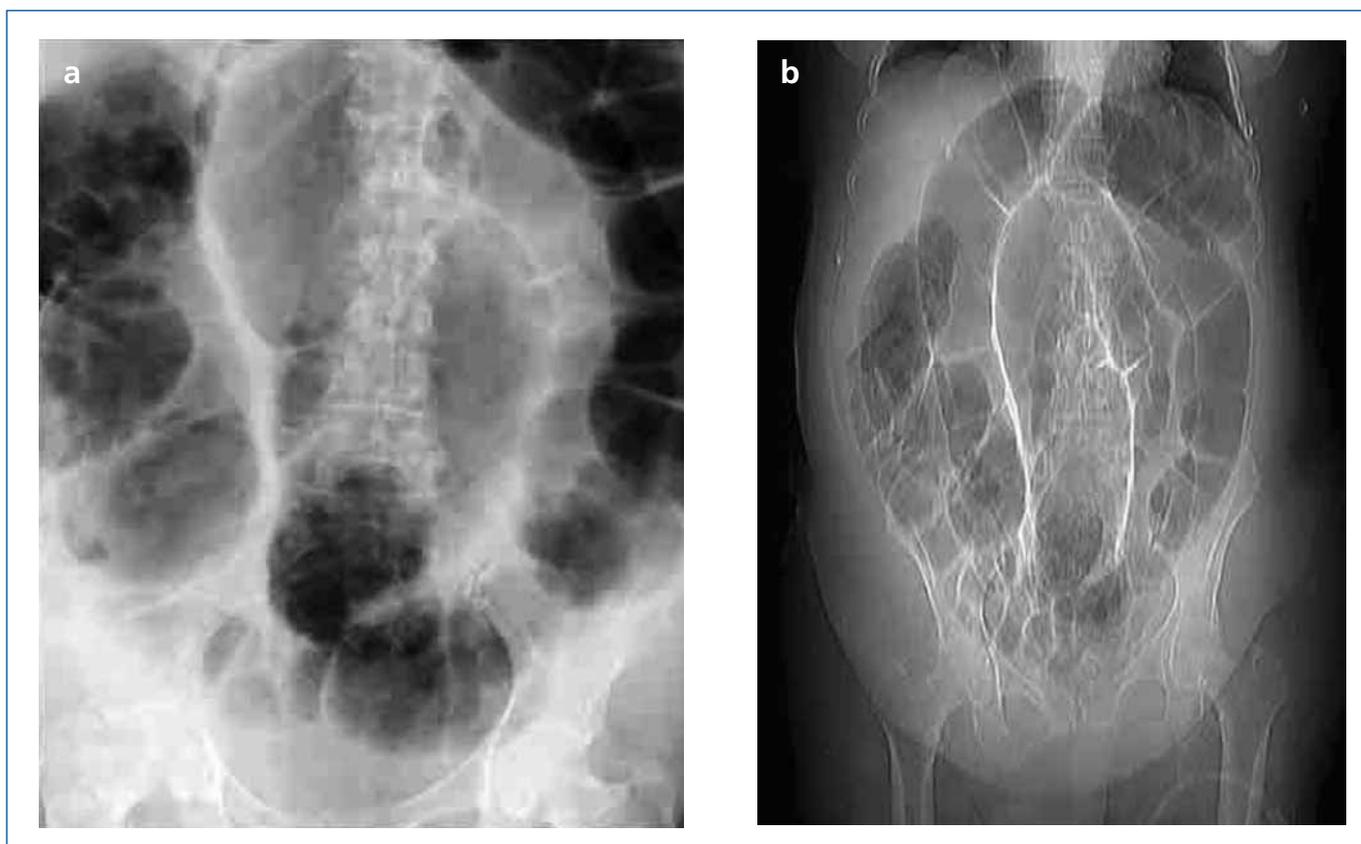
a) Rx de abdomen con dilatación de colon; b) TAC de abdomen con dilatación desde ciego hasta recto.
